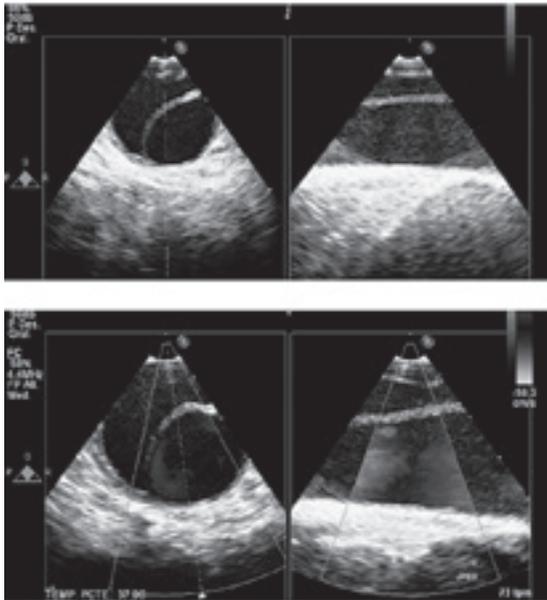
Ecocardiografía Transesofágica. Existencia de dos luces en Ao descendente sin flap y visualizándose con el modo Doppler la luz verdadera con flujo en su interior.
